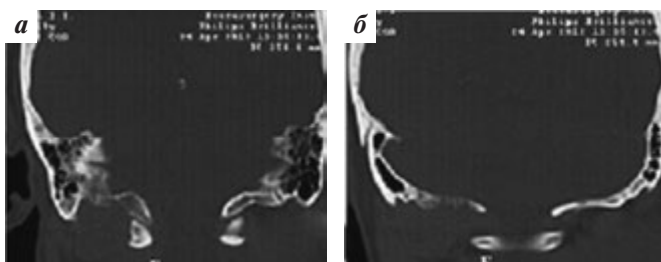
При КТ в костном окне визуализируются: а — изменение сигнала с губчатого вещества затылочного мыщелка и б — деструкция чешуи затылочной кости
